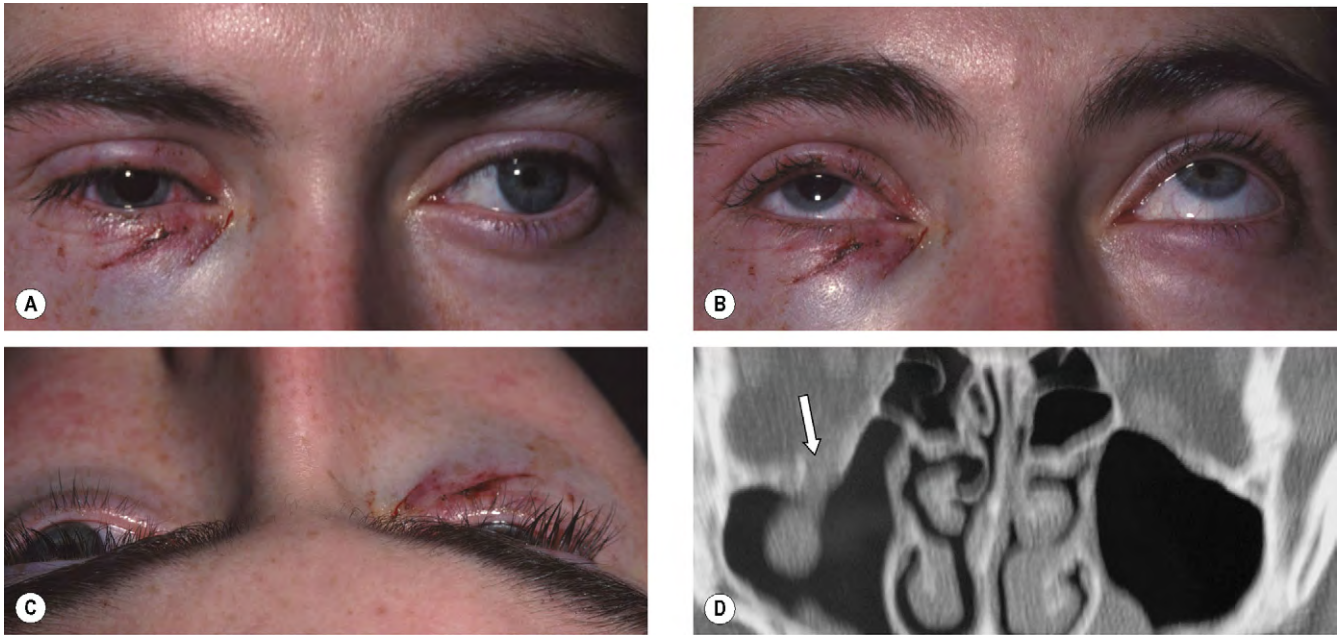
Fractura por hundimiento del suelo de la órbita derecha. (A) Hematoma leve y laceración superficial; (B) restricción de la elevación; (C) enoftalmos leve; (D) la TC coronal muestra un defecto en el suelo orbitario (*flecha*) y el signo «de la lágrima» en el antro.
